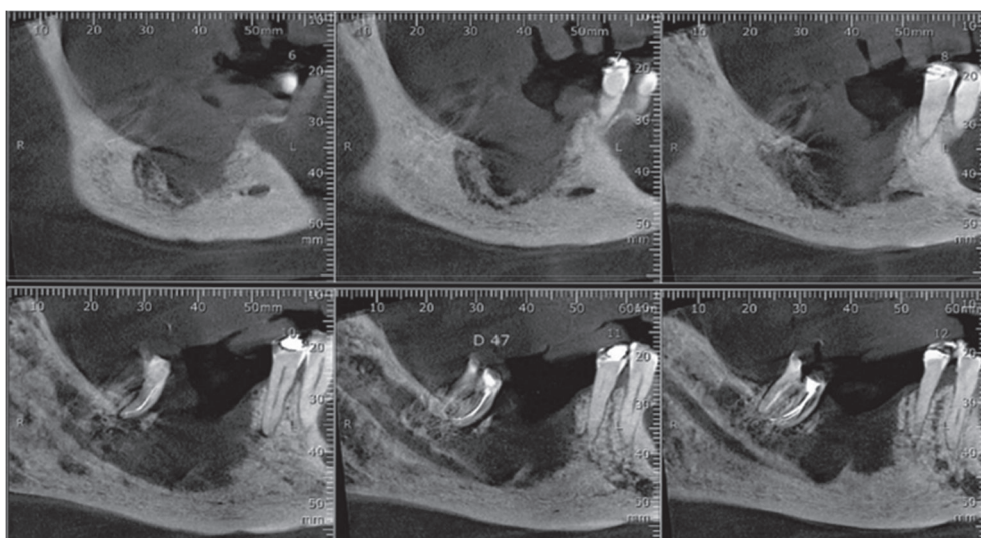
Tomografia cone beam, em cortes sagitais, que demonstram uma extensa área reabsortiva de densidade mista, com limites difusos, que adelgaçou corticais.
